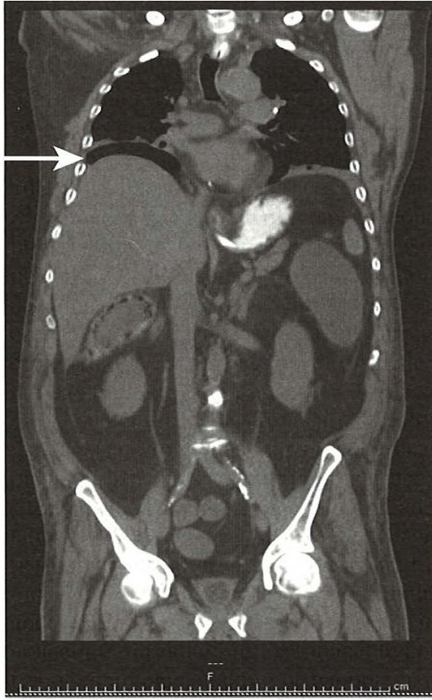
CT abdominal în fereastră coronală cu aer intra-peritoneal liber subdiafragmatic drept.
